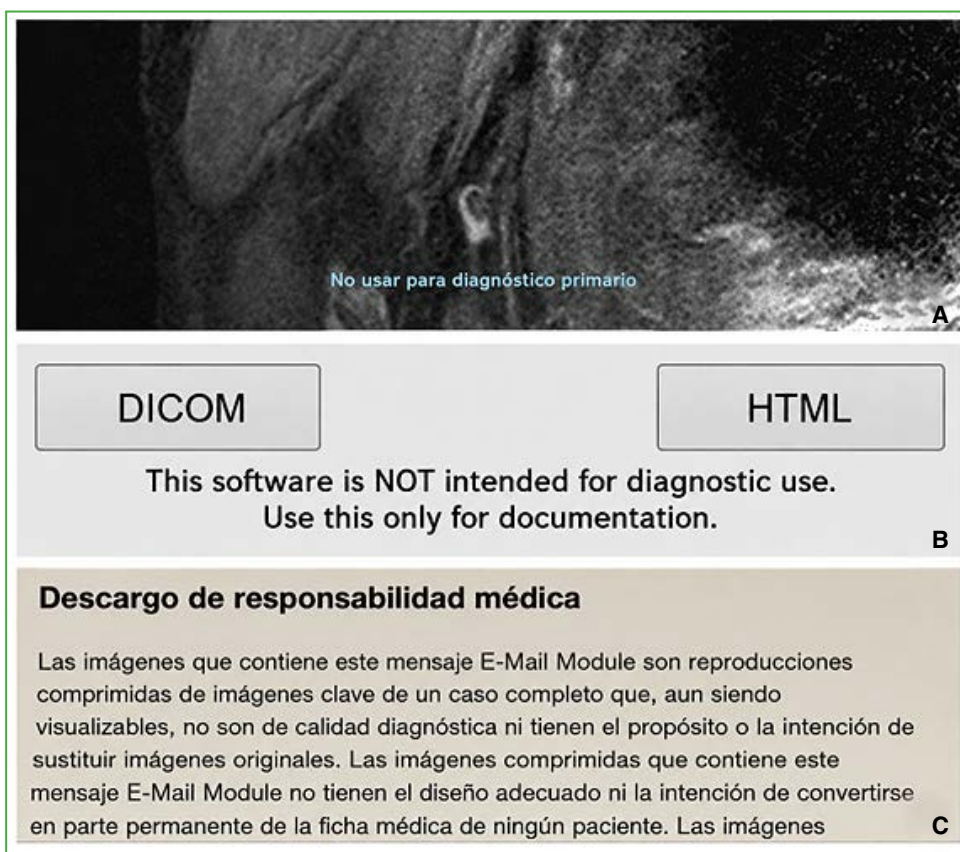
Ejemplos de mensajes de advertencia en estudios solicitados con fines diagnósticos. A. Resonancia magnética en la que se advierte que el estudio “No debe ser usado para diagnóstico primario”. B. Otra aclaración frecuente al abrir un disco compacto con estudios diagnósticos expresa que no debe ser usado para diagnóstico, solo para “documentación”. C. Envío de estudios complementarios en los que se advierte que no son de “calidad diagnóstica”.
